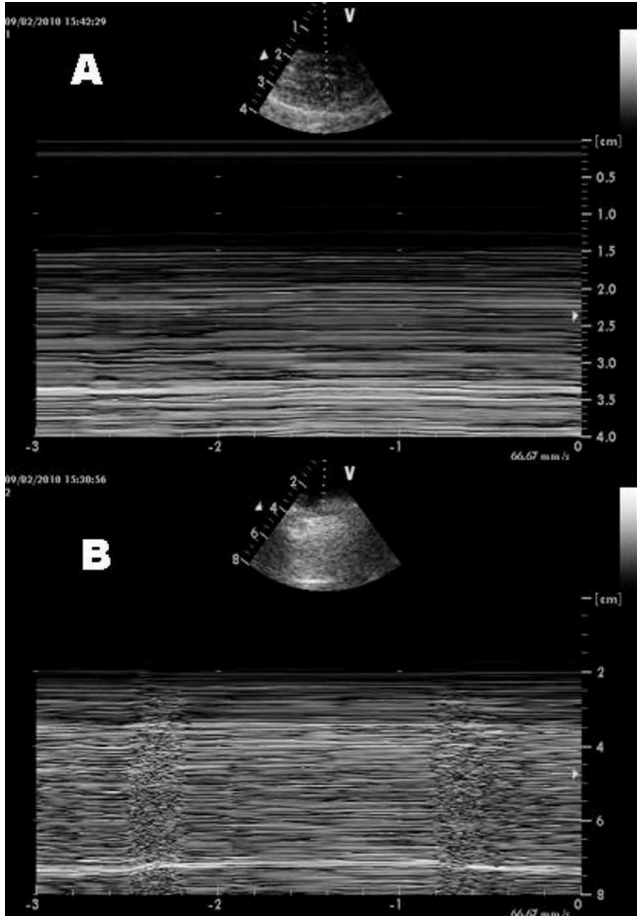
Imagen de neumotórax en modo M. A) Signo de la estratosfera. B) Signo del «punto pulmonar».⁽¹⁶⁾ Fuente: Elsevier. Diciembre 2010. Utilidad de la ecografía pulmonar en la unidad de medicina intensiva. Disponible en:
